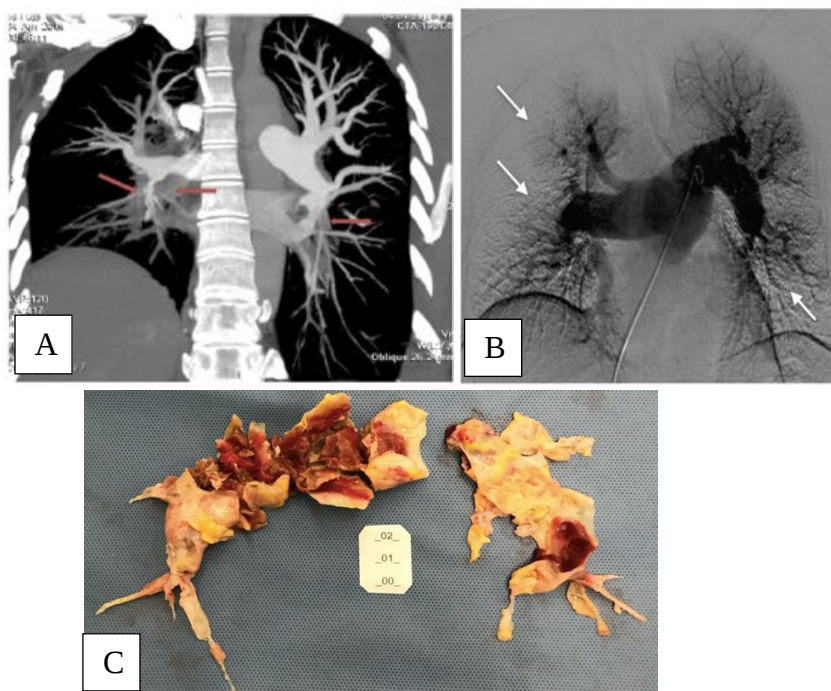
A e B: Flechas vermelhas e brancas mostram falhas de enchimento nos ramos das artérias pulmonares devido a presença de trombos na tomografia e arteriografia, respectivamente. C: trombos pulmonares retirados cirurgicamente. (Fonte: A: Edemskiy, 2016; Teixeira RHOB, 2015; C: imagem gentilmente cedida pelo Dr. Orival Freitas, cirurgião torácico – HCFMUSP)
